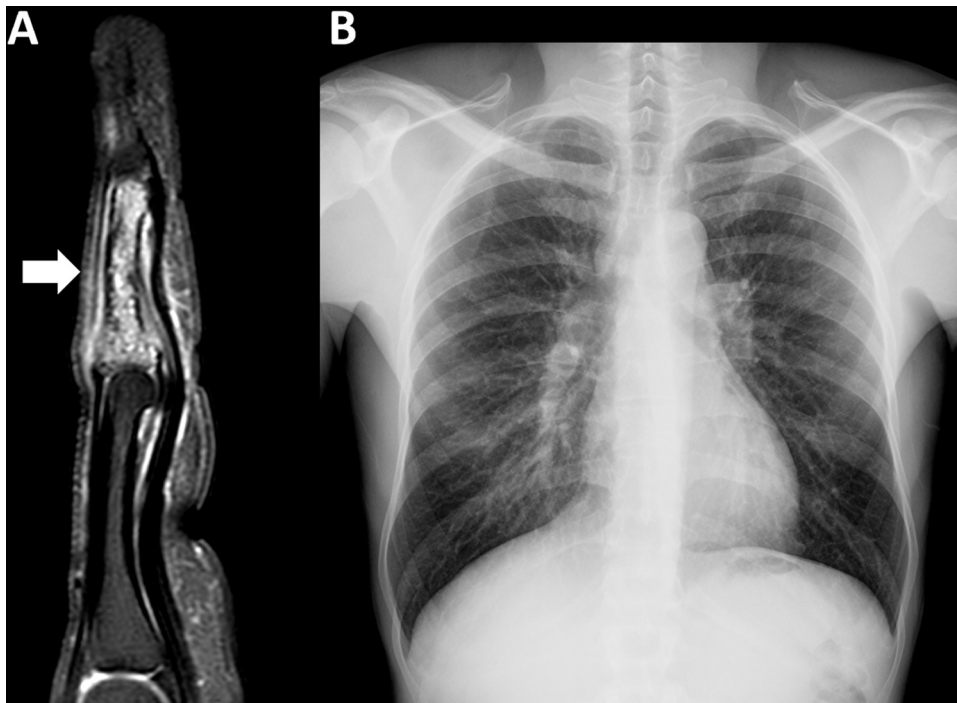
Imagen de resonancia magnética potenciada en T2 con supresión grasa centrada en el cuarto dedo de la mano izquierda (A): se aprecia una alteración de la señal que afecta de forma difusa a la falange media del cuarto dedo con áreas pseudonodulares marcadamente hiperintensas en secuencias T2 con áreas de esclerosis interpuestas (aspecto en «panal/encaje»). Radiografía simple de tórax posteroanterior (B) que pone de manifiesto un engrosamiento hiliar bilateral que evidencia la presencia de adenopatías (confirmadas posteriormente con TC).
